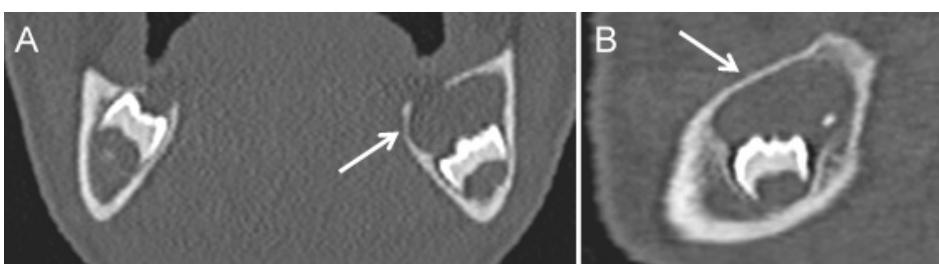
Fibroma ameloblástico. Imagens coronal (A) e sagital (B) de TC em janela óssea demonstram uma lesão lucente pericoronar, em redor do 3º dente molar incluído da mandíbula esquerda (setas).
